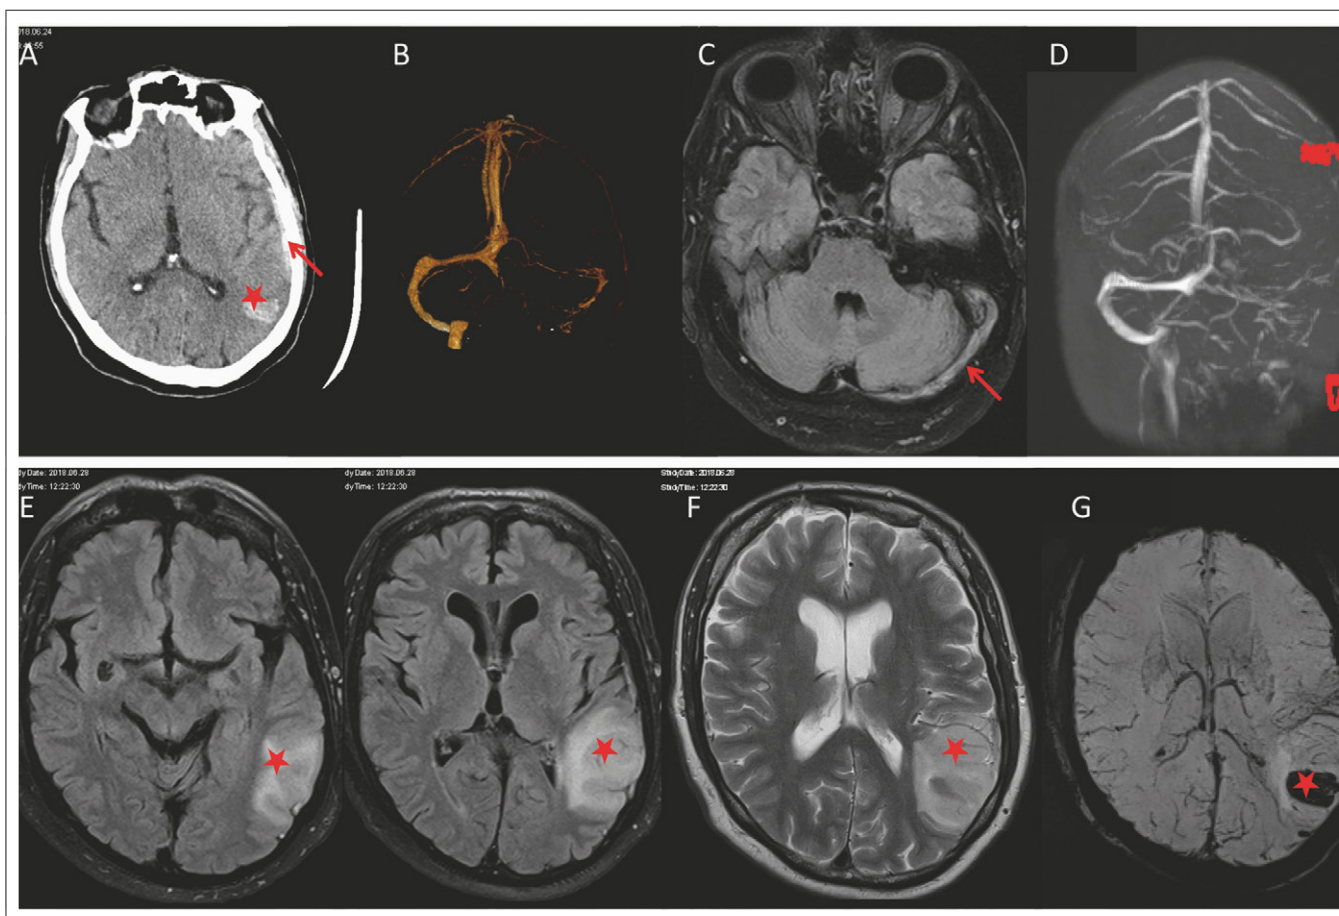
Ein 56-jähriger Patient erhielt aufgrund einer Neuritis vestibularis eine Kortisontherapie. Wegen häufigem Erbrechen war er auch stark dehydriert. Bei Vorstellung in der Notaufnahme bestanden laut Fremdanamnese seit ca. einer Woche starke Kopf- und Nackenschmerzen links. Im Verlauf sei eine plötzliche Sprachstörung aufgetreten, gefolgt von einem generalisierten epileptischen Anfall. In der Notaufnahme präsentierte sich der Patient postiktal verlangsamt, mit einer nicht-flüssigen Aphasie und einer Hemiparese rechts. (A): Natives Schädel-CT: intrakranielle Blutung mit Ödem temporoparietal links (Stern), Thrombus in der Labbe'schen Vene links (Pfeil); (B): venöse CT-Angiographie: fehlendes Flussignal in Sinus transversus, Sinus sigmoideus und Vena jugularis links. (C): MRT des Neurokraniums, FLAIR-(fluid attenuated inversion recovery-) Sequenz: Thrombus im Sinus transversus links (Pfeil); (D): MR-Venographie der intrakraniellen Gefäße mittels TOF- (time-of-flight-) Methode: fehlendes Flusssignal in Sinus transversus, Sinus sigmoideus und Vena jugularis links; (E-G): MRT des Neurokraniums (E: FLAIR, F: T2): rezente venöse Infarzierung mit Ödembildung und Einblutung (G: SWI) temporoparietal links (Stern).
